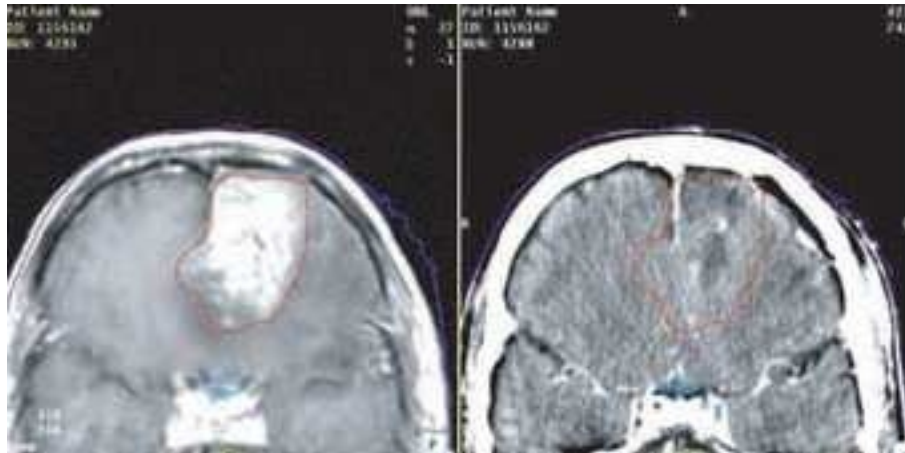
Imágen CT (a) y fusión de imágenes CT-IMR para mejorar la visualización y la información disponible (b).
